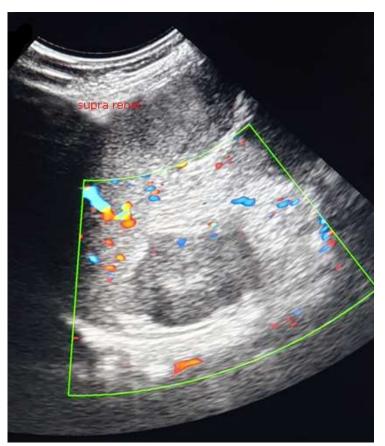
Ultrasonido de abdomen, lesión tumoral suprarrenal izquierda.
